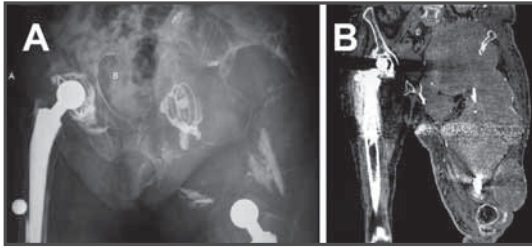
Rx (A) y angio-TC (B) en las que se observa la masa que engloba la pelvis y el fémur izquierdo.
